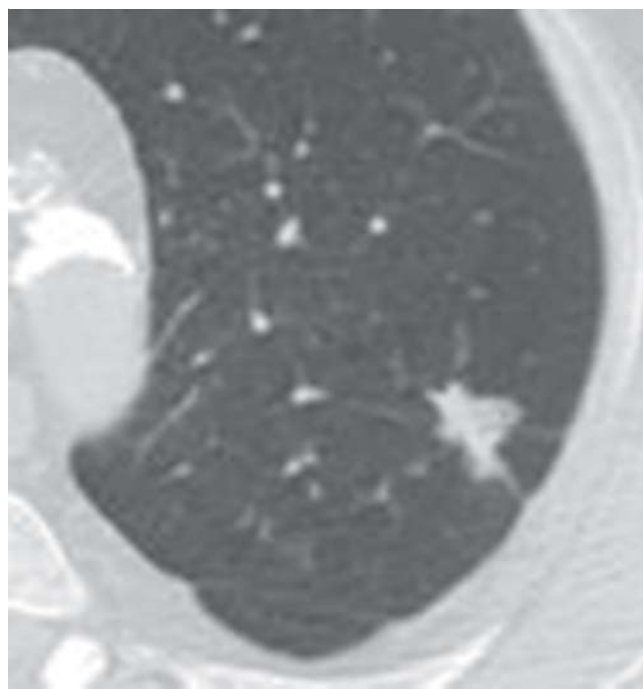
CT mit irregulärem Rundherd im linken Oberlappen.
